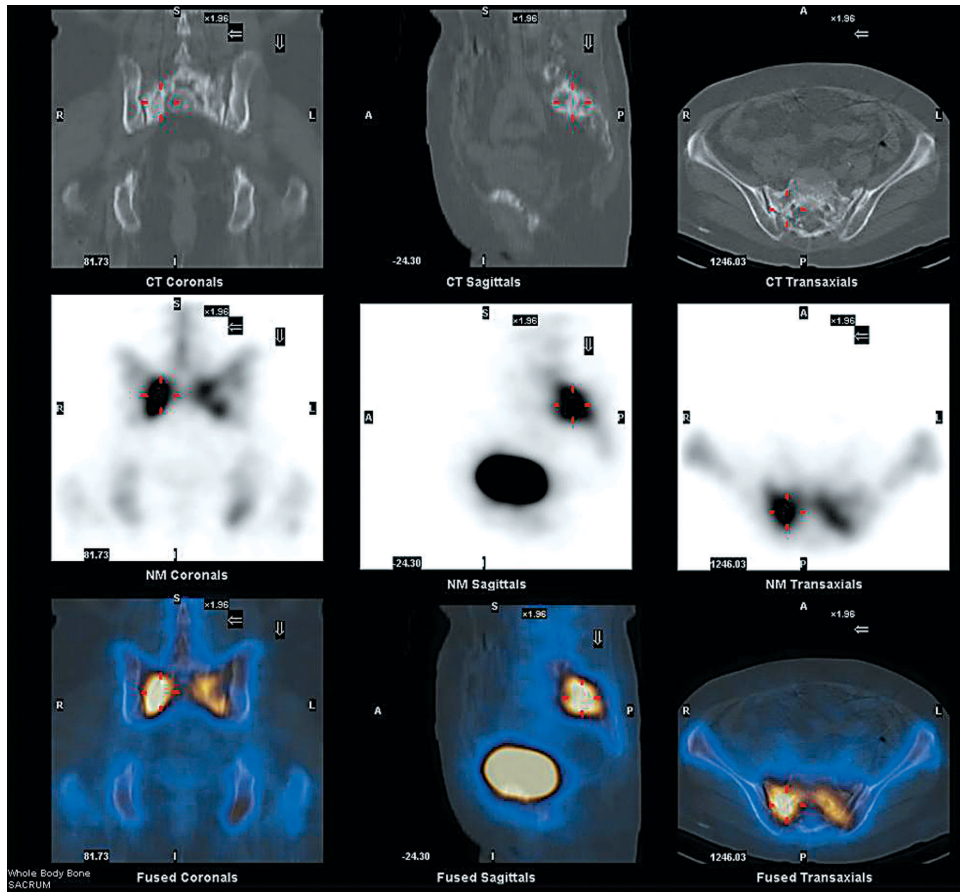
SPECT/CT (CT, SPECT, and fused images are shown from upper to bottom) images showed ^{99m}Tc -MDP abnormally uptake on right sacrum (arrows), and typical appearance of fracture line on the CT (bone window) images.
